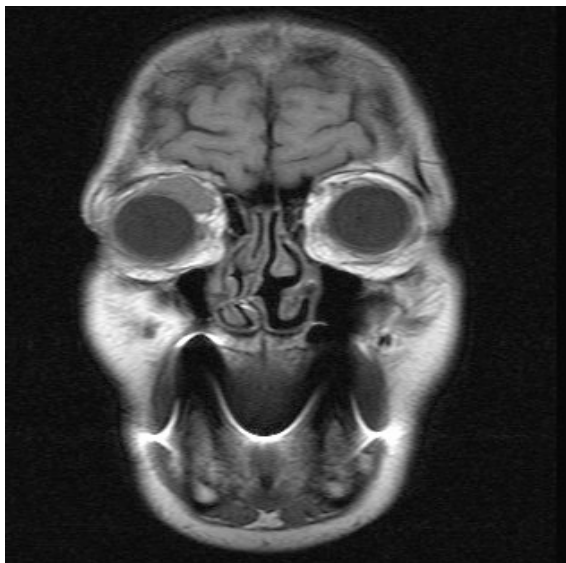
Examinare RM a unui pacient în vârstă de 53 de ani internat și tratat în Spitalul Clinic Județean Sibiu pentru limfom de orbită. Imaginea reprezintă o secțiune coronală, secvență T1 și relevă o formațiune tumorală extraconală, care coafează globul ocular, situată supraoptic; S-a practicat o ablație subtotală urmată de radiochimioterapie.
